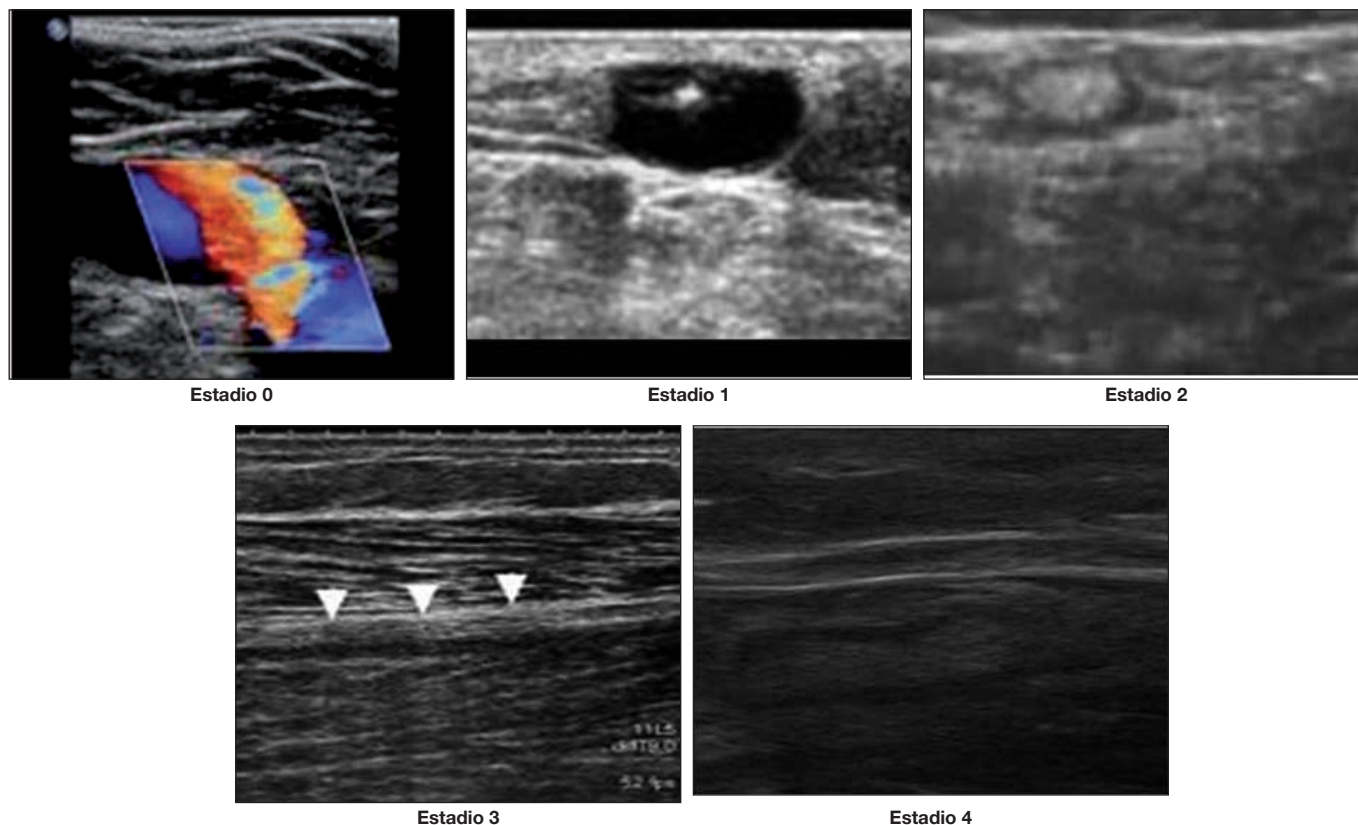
Ecografías correspondientes a los diferentes estadios de resultados tras la cirugía de la safena interna.
